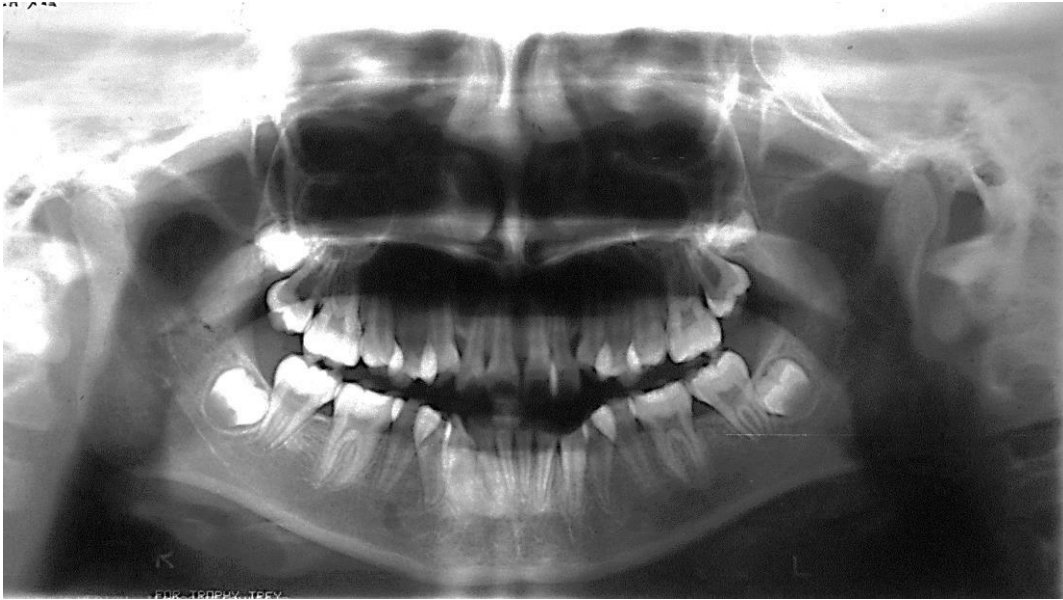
Radiografía Panorámica inicial
